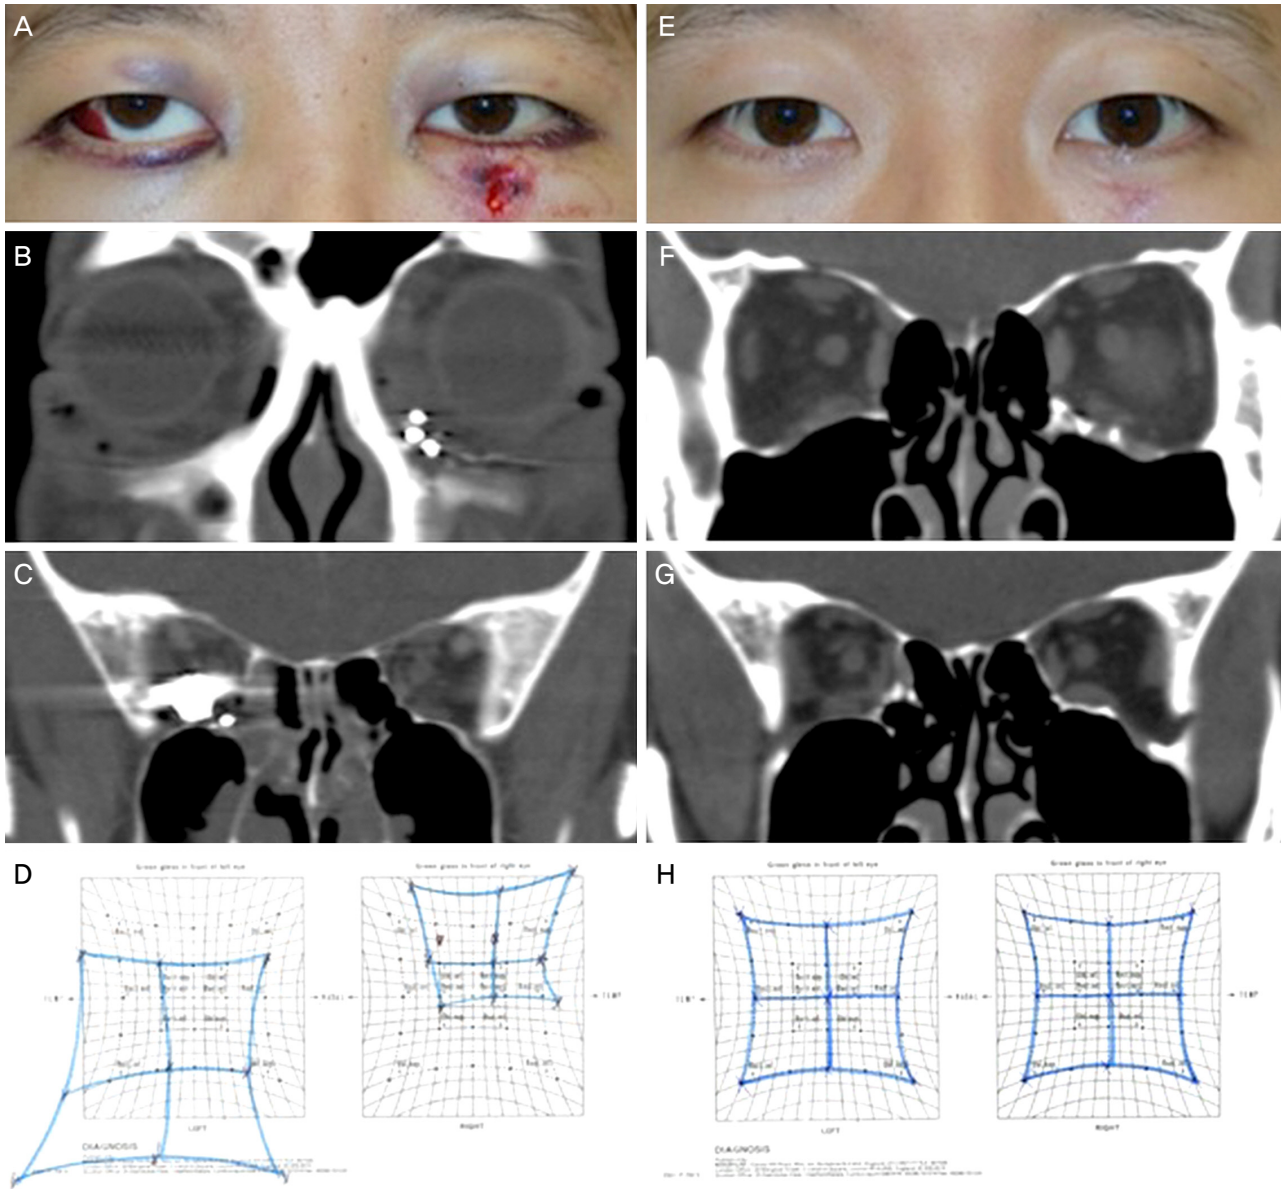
A case of orbital gunshot injury. (A) A 28-year-old man had a gunshot injury. The bullet penetrated the left forearm, left face, and the right orbit. His vision was 20/25 in the right eye, and he had hypertropia and exotropia. (B, C) Computed tomography (CT) scans revealed the penetrating tract along the left cheek, left inferior orbit, ethmoid sinus, and the right posterior orbit. There were multiple pieces of shrapnel in the right orbit, and the main metallic foreign body of bullet was in the right orbital apex. (D) He had a significant eyeball movement limitation at the initial examination. (E) Surgery was successfully performed to remove the intra-orbital bullet and multiple metal pieces, and the left orbital floor fracture was repaired. Intraoperative C-arm x-ray system was used to confirm the complete removal of foreign bodies. One month after surgery, the best corrected visual acuity was 20/20 in his right eye, and he showed orthophoria. (F, G) Follow-up CT scans demonstrated the well-reconstructed right orbital floor without shrapnel, and the complete removal of bullet foreign body from the right orbital apex. (H) Follow-up Hess screen test showed no eyeball movement limitation.
